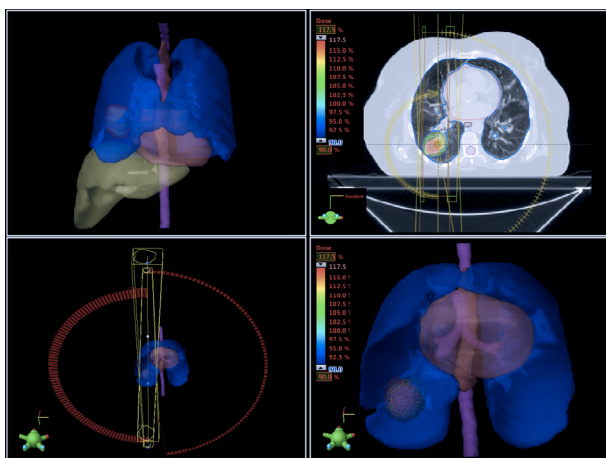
Paciente de 86 anos, com diagnóstico de CEC em lobo inferior direito estadio T2N0M0. Programação (planejamento) com tomografia 4D, e tratamento realizado com feixes em arcos com localização guiada por imagens (IGRT). Dose total de 60 Gy (8 frações de 7,5 Gy) definida por equipe multidisciplinar levando em consideração a distância entre o volume alvo (PTV) e o brônquio principal direito. Paciente está viva e com doença controlada 2,5 anos após SABR.
